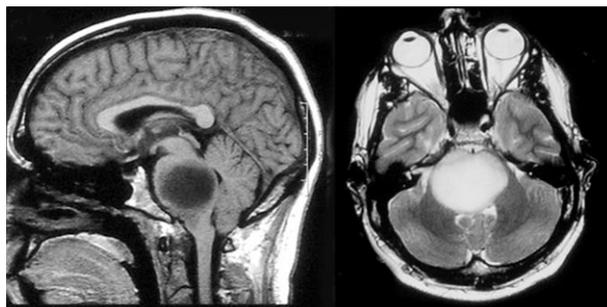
Tumeur infiltrante du tronc cérébral hypo-T1, hyper-T2 en IRM.
